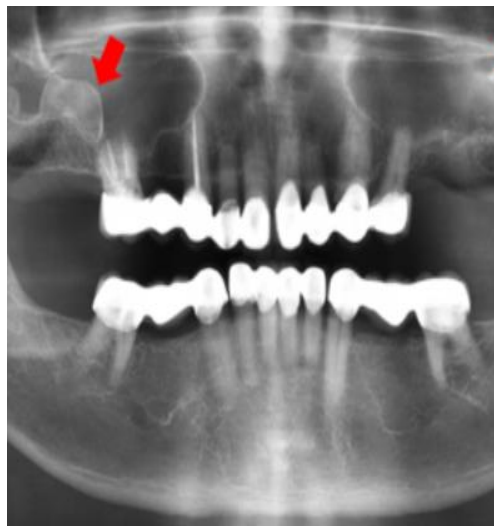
En la ortopantomografía se observa del lado derecho una lesión radiopaca alusiva a un antrolito.
